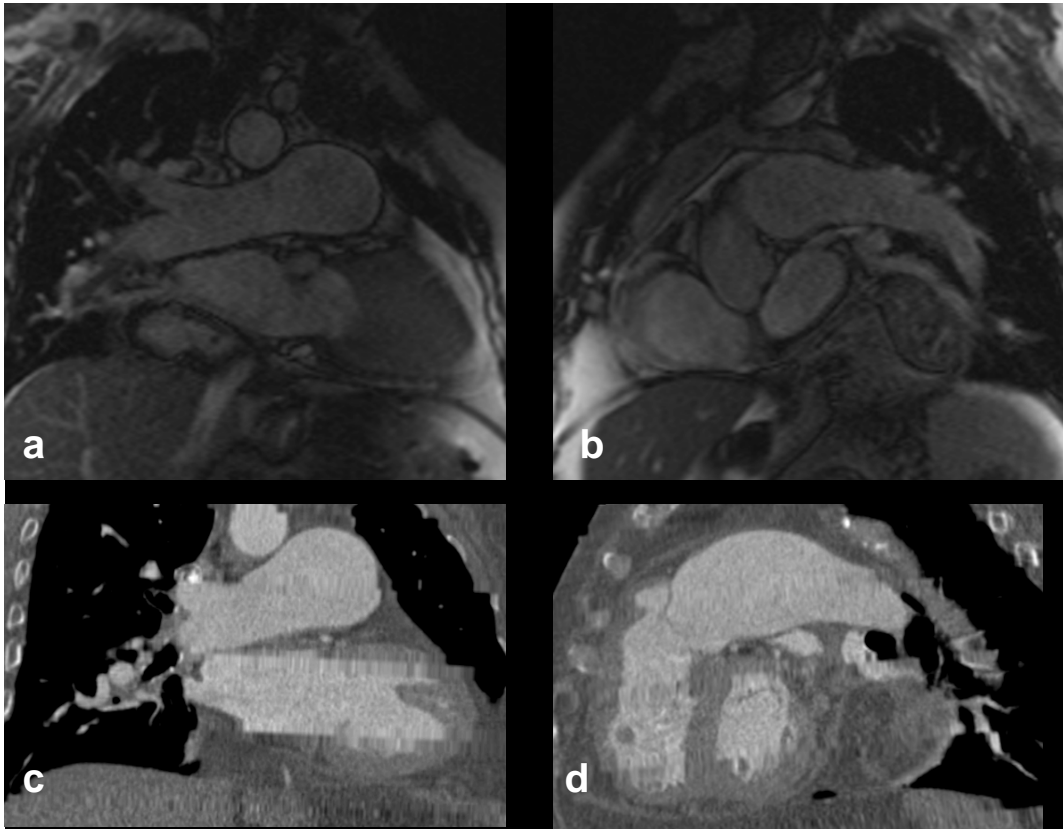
Las imágenes muestran un falso negativo de RM, en paciente femenino de 65 años, que presentó disnea de 2 semanas de evolución. Las imágenes superiores (a y b) corresponden a RM con secuencia TRUE FISP, en cortes sagitales. Las imágenes inferiores corresponden con Angio TC, la c es un corte coronal y la d sagital.
